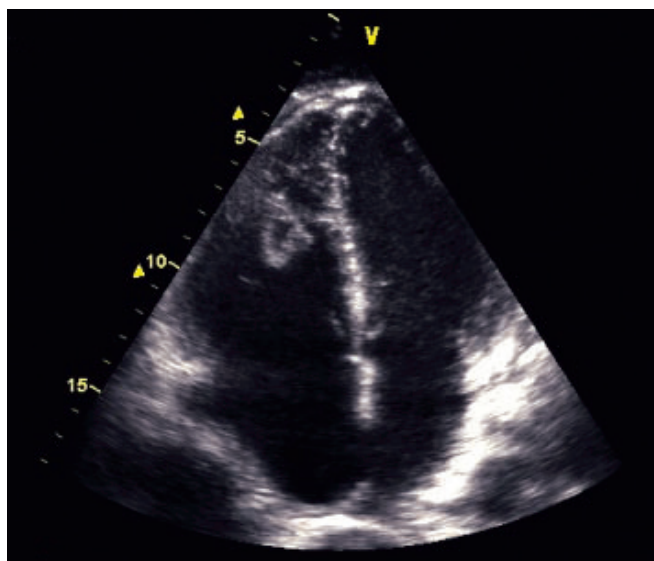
Échocardiographie : cavités droites dilatées avec thrombus intraventriculaire droit (contexte d'embolie pulmonaire).
